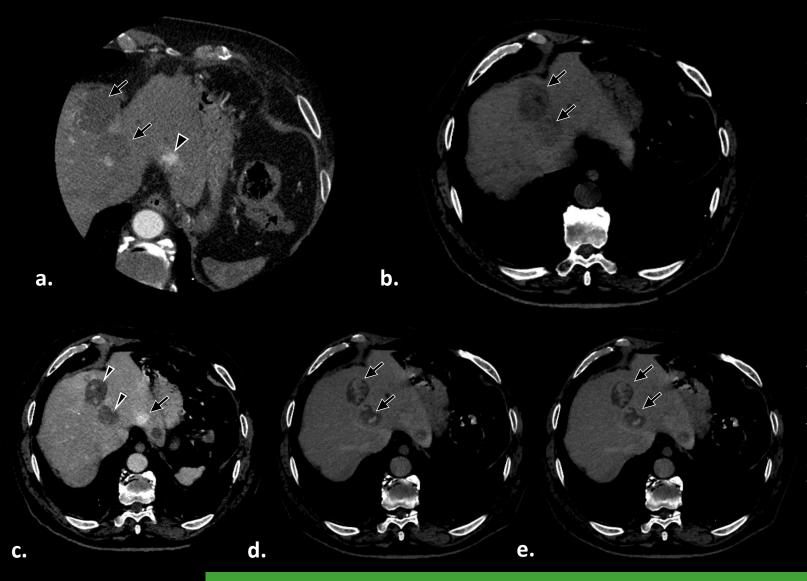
Paciente de sexo masculino 75 años con antecedentes de isquemia miocárdica, concurre al servicio de Diagnóstico por Imágenes para realizarse una Angiotomografía Computada de Arterias Coronarias. (a) En el estudio dirigido para la valoración de las arterias coronarias, se evidencian en los cortes que pasan por abdomen, tres lesiones hipodensas (flecha) a nivel hepático con leve realce periférico en relación a la administración de contraste endovenoso, siendo una de estas de aparente origen vascular (cabeza de flecha). Considerando la ausencia de antecedentes de relevancia, de estudios previos y de síntomas en relación a los incidentalomas hepáticos, se decide la caracterización de los mismos mediante tomografía computada con contraste endovenoso. (b) Las lesiones se mostraban hipodensas (flecha) en relación al parénquima hepático en la adquisición sin contraste endovenoso y (c) con realce periférico, discontinuo y nodular (cabeza de flecha) en la fase arterial posterior la administración de contraste endovenoso. (d) En la fase portal presentaban un realce progresivo con llenado centrípeto (flecha) y (e) en la fase tardía un realce con llenado prácticamente completo de las mismas (flecha). La lesión de menor diámetro localizada en el segmento hepático dos presentó un realce completo en fases tempranas de la inyección de contraste endovenoso (c) (flecha). Dichas lesiones fueran caracterizadas como hemangiomas, sin la necesidad de valoración adicional mediante otros métodos diagnósticos.
